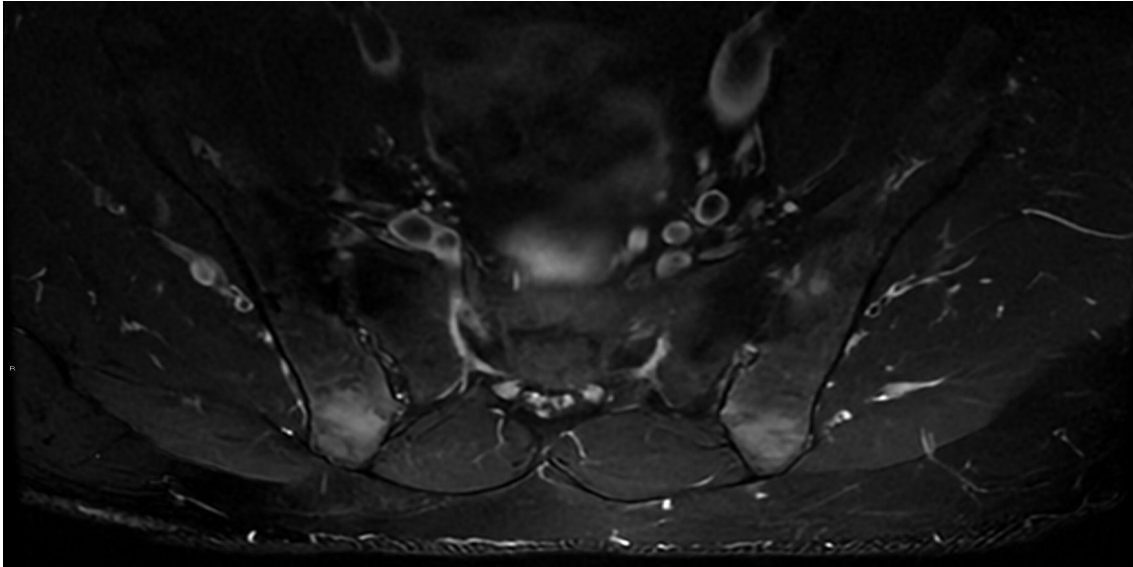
RM secuencia pT2 con supresión grasa. Edema y erosión en articulaciones sacroilíacas en relación con sacroileítis en paciente con espondilitis anquilosante. Imagen propiedad del Servicio Andaluz Salud.
